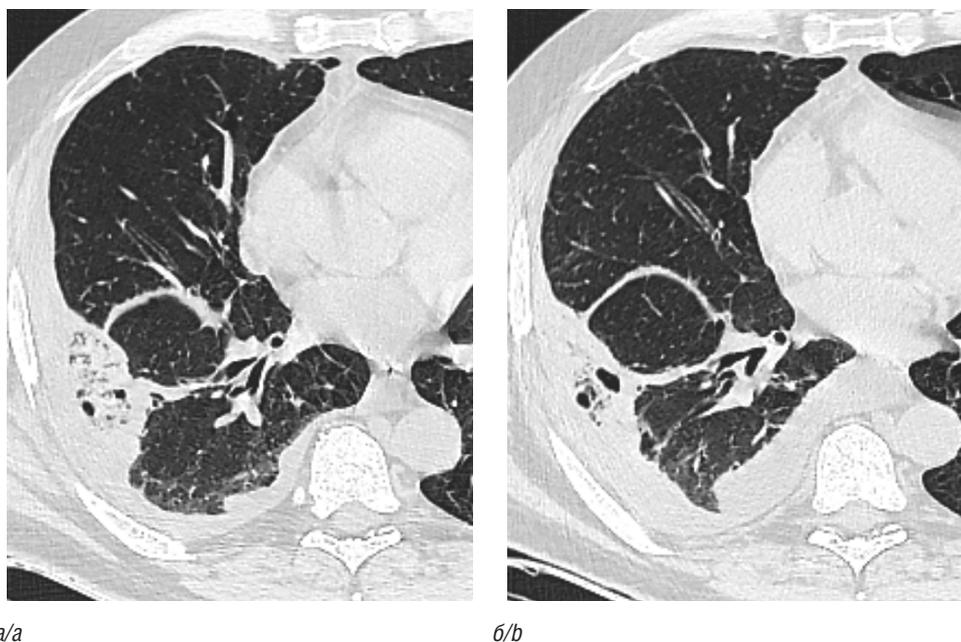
Компьютерная томограмма органов грудной клетки в аксиальной проекции при поступлении (а) и через 13 дней (б): увеличение размеров одной из полостей распада
